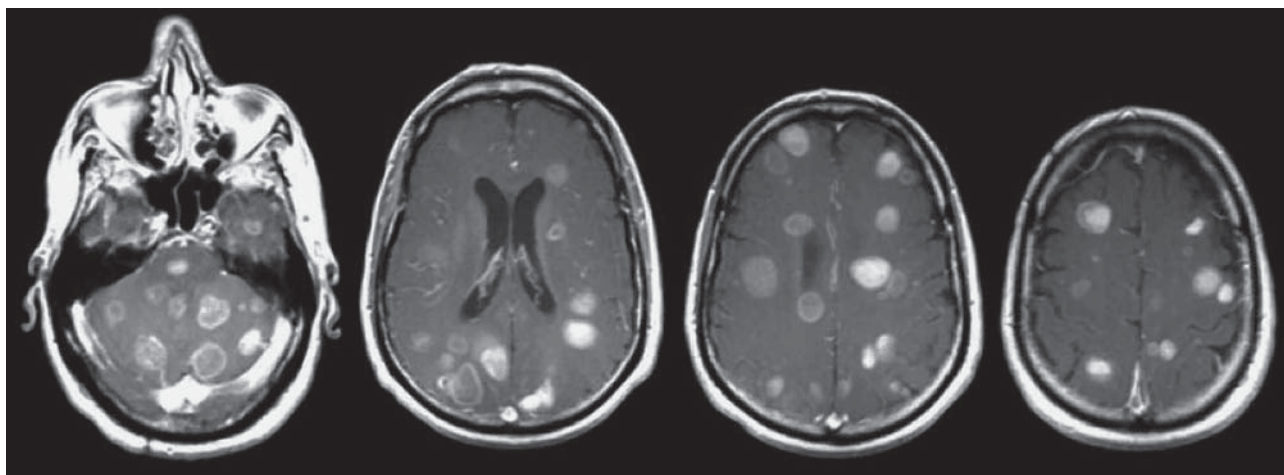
МРТ-диагностика метастазов в головной мозг.
